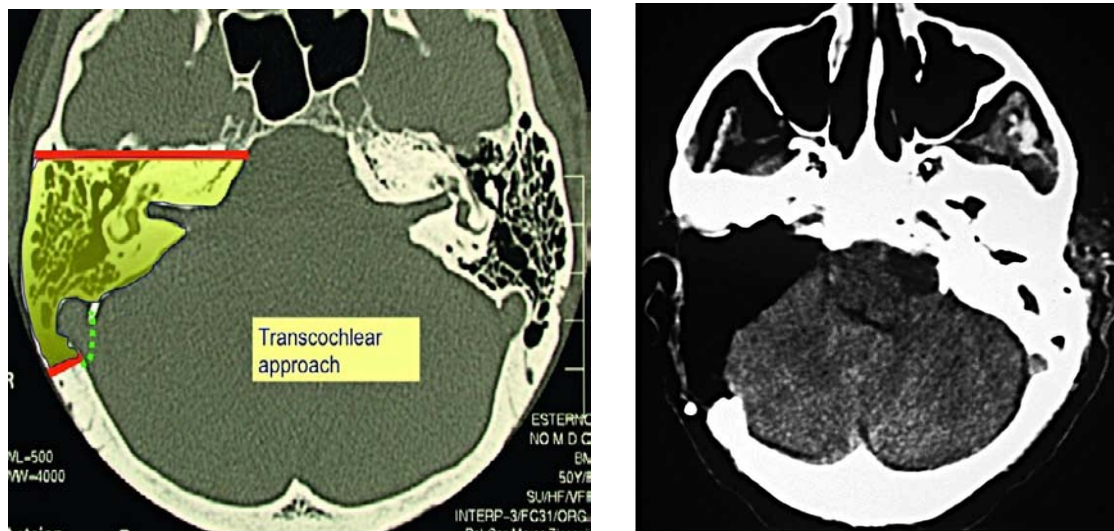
Voie trans-otique (à droite) TDM post-opératoire d'un abord trans-otique (à gauche)
